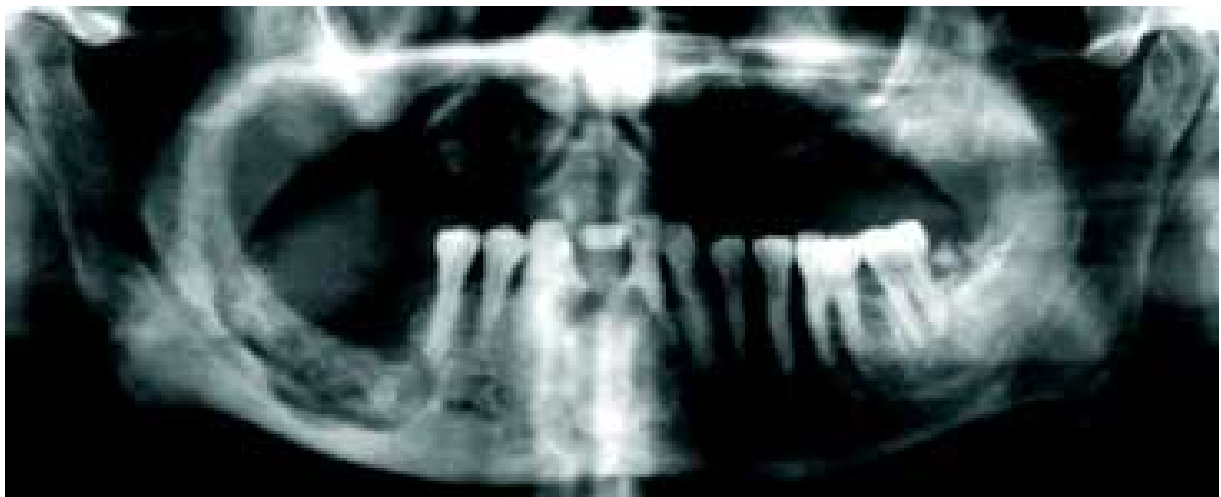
Aspect radiographique sur une radiographie panoramique d'une ostéonécrose secteur 40 chez un patient en cours de traitement par denosumab
